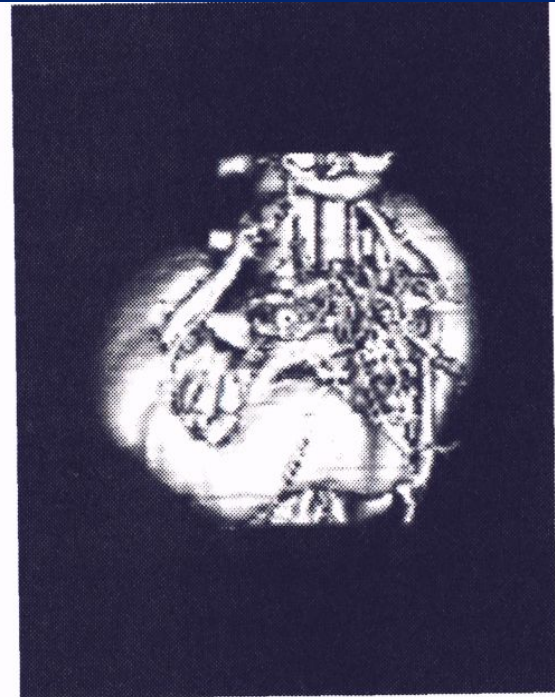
Камень левой почки (КТ).
